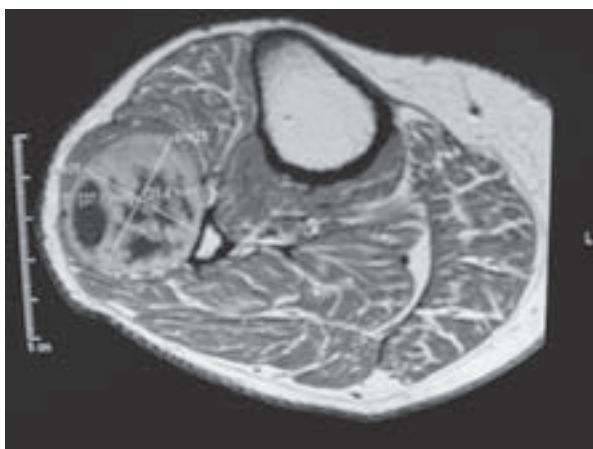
Horizontal MRI of neurinoma
